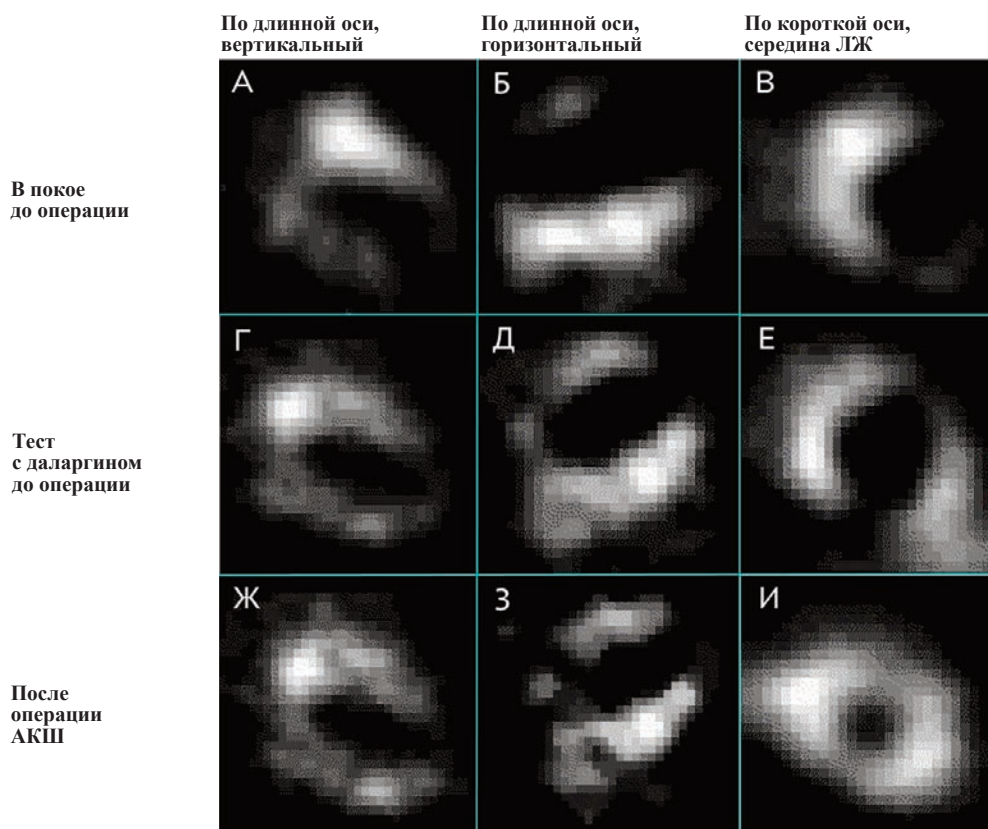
Срезы перфузионной ОФЭКТ сердца у больного ИБС, полученные после инъекции ^{99m}Tc -тетрофосмина, в покое (а – в), после введения даларгина, на пике эффекта (г – е) и в покое после операции АКШ – коронарной реваскуляризации (ж – и). Срезы выполнены по длинной вертикальной (а, в, ж), длинной горизонтальной (б, д, з) и короткой осям сердца (в, е, и). В покое визуализируется дефект перфузии в верхушечной, боковой и задней областях. После введения даларгина и на сканах после реваскуляризации отмечается улучшение миокардиального кровотока в передне-боковой стенке. Фактически картина перфузионной ОФЭКТ миокарда при пробе с даларгином до операции «предсказывает» послеоперационную картину
